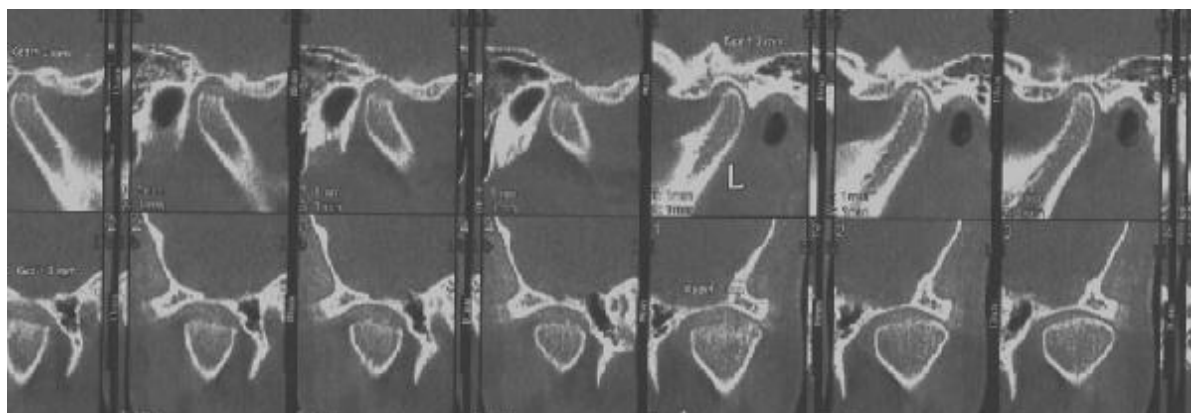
Case 1. Preoperative cone-beam computed tomograms of bilateral temporomandibular joint osteoarthritis (coronal and sagittal views).
